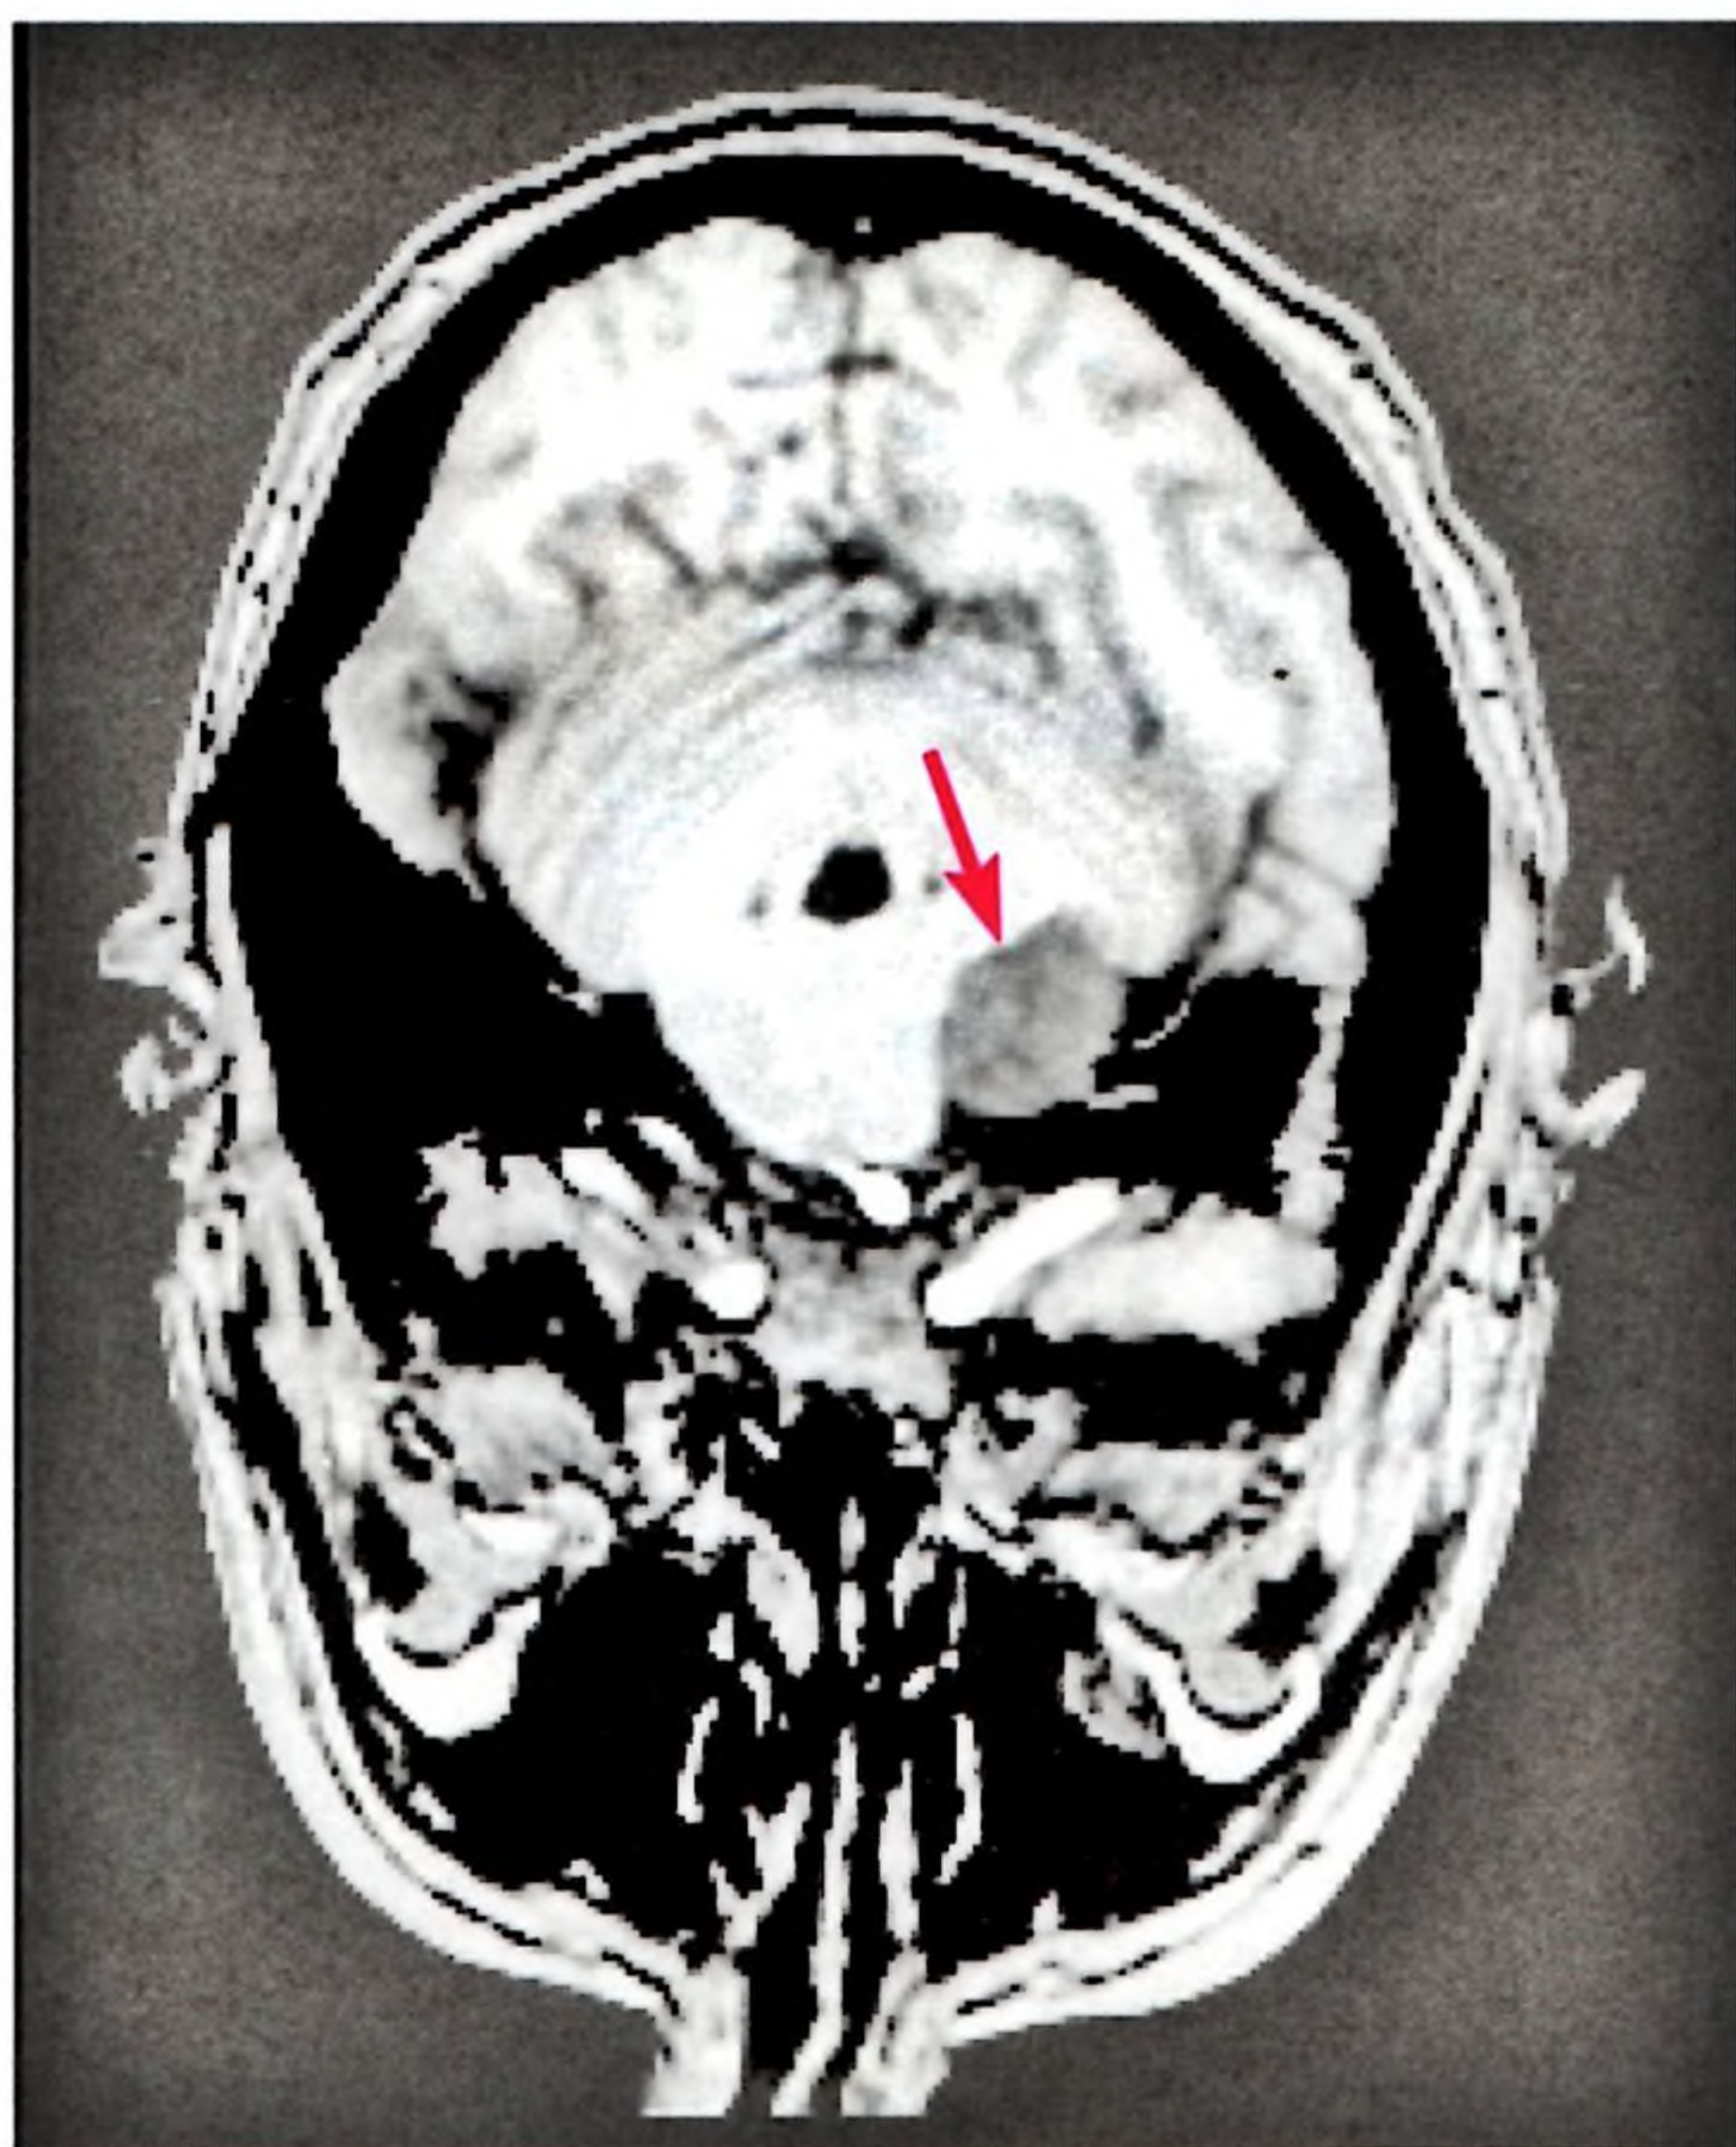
RM do neuroma acústico do professor P. A seta indica o tumor.
